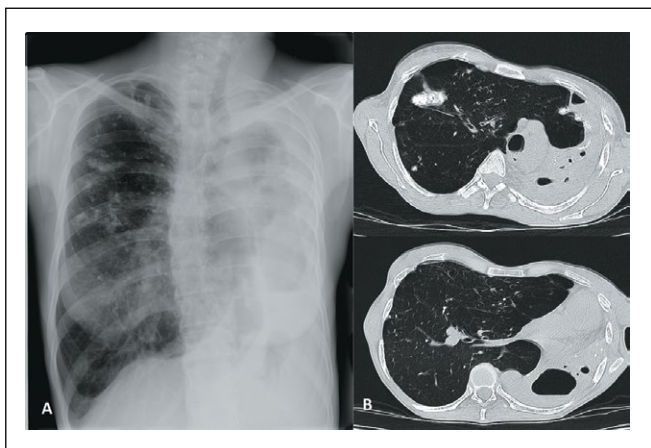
Рг (А) и КТ-исследования органов грудной клетки (В) при поступлении: А – выраженное смещение органов средостения (трахея, сердце) влево; В – разрушенное левое легкое, больших размеров верхне-передняя легочная грыжа, крупное образование в S2 правого легкого.
